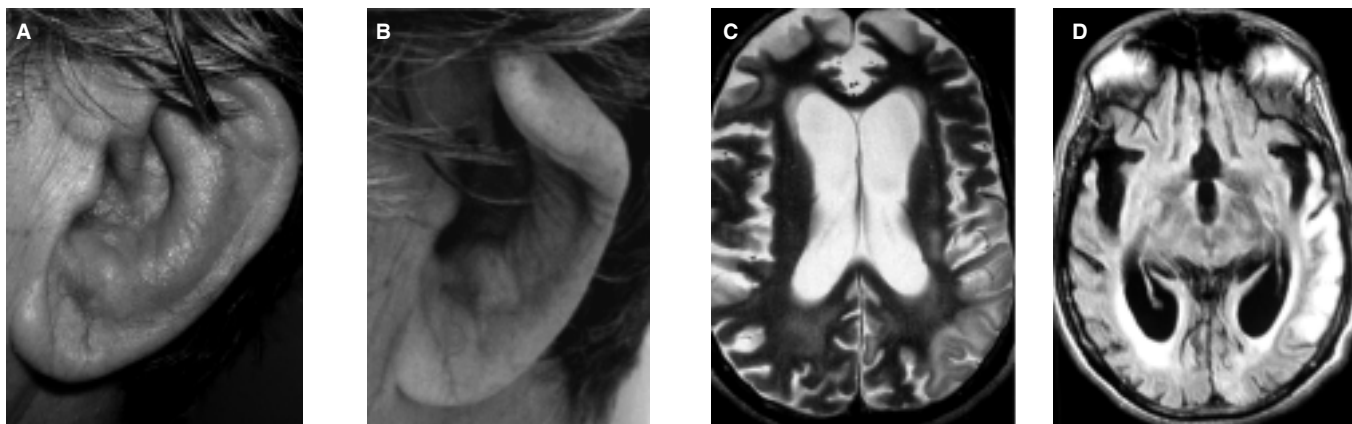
Afección de cartílago auricular antes (A) y después de tratamiento (B) e IRM en secuencia T2 (C) y FLAIR (D) que muestran atrofia severa e hiperintensidad difusa subcortical, periventricular, cortical bifrontal y temporoparietal izquierda en el primer caso.
